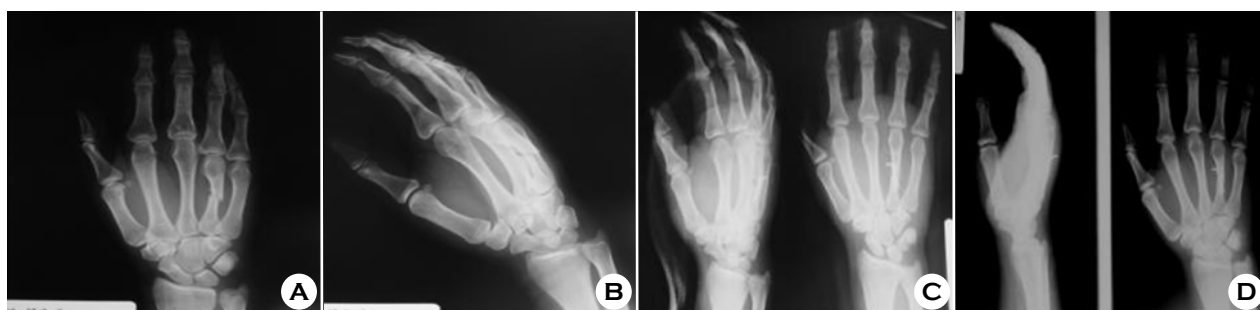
(A) Initial A-P radiograph of metacarpal shaft fracture.
